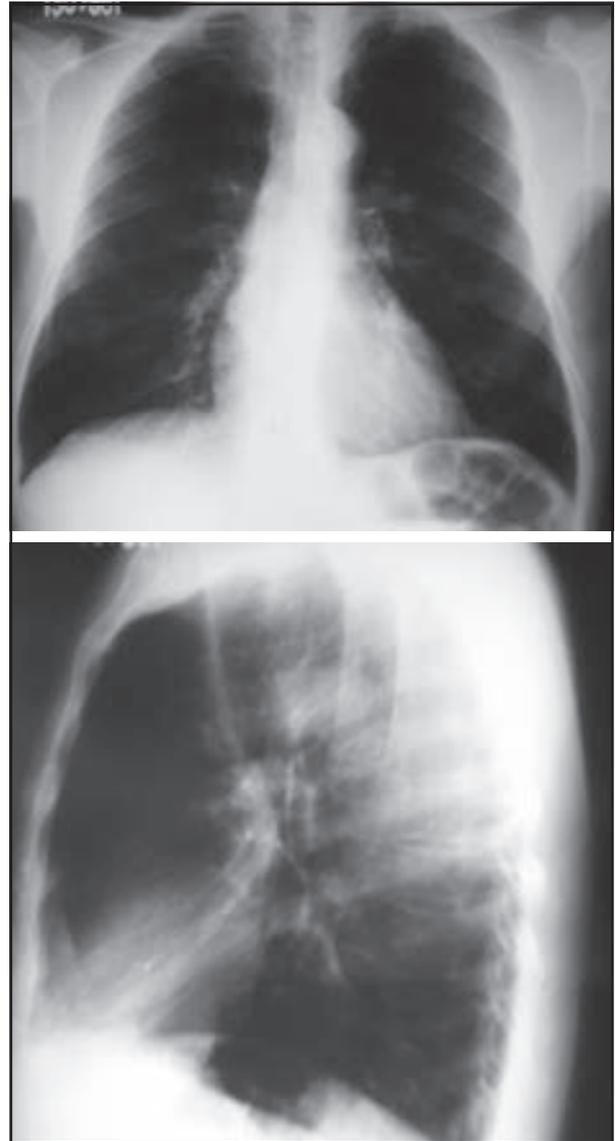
Radiografia de Tórax: sinais de hiperinsuflação pulmonar.
